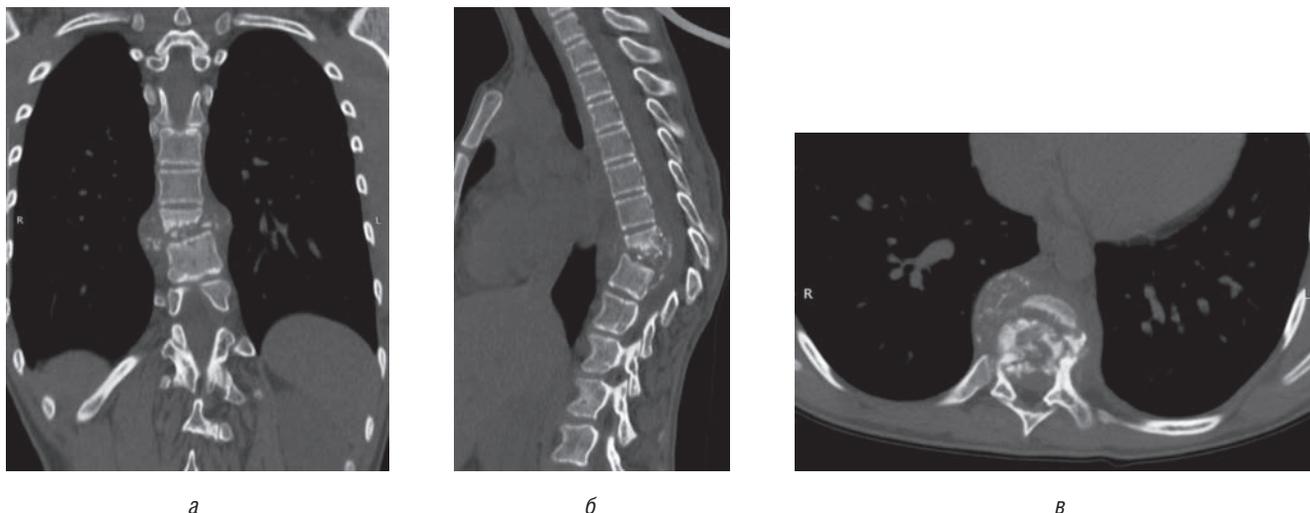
Компьютерная томограмма грудного отдела позвоночника пациентки Г., 12 лет. Тотальная деструкция тела Th₈, субтотальная — Th₉, краевая — Th₁₀; эпидуральный и паравerteбральные абсцессы с обызвествлением (а–в)
